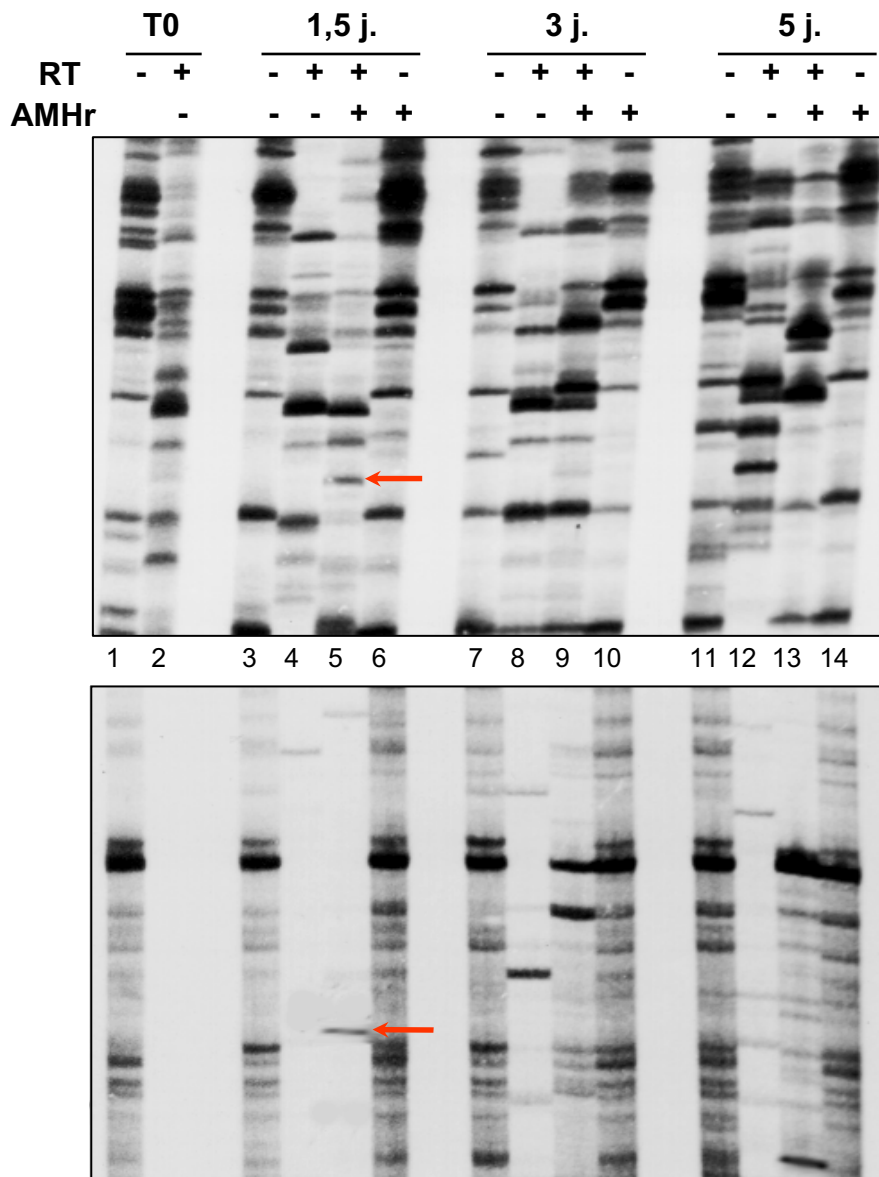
Révélation auto-radiographique après migration en gel de polyacrylamide des produits de DDRT-PCR. Les deux films ci-dessus correspondent à deux expériences de DDRT-PCR identiques et indépendantes. Une analyse de l'ensemble des bandes différentielles en fonction des conditions de culture a notamment permis d'observer de manière reproductible l'apparition d'une bande après 1,5 jour (1,5 j.) de culture en présence d'AMH recombinante (flèche rouge, pistes 5). Après élution et sous-clonage, le séquençage de ce fragment d'ADNc a montré qu'il correspond à un ARNm alternatif du gène *mTcf712*. RT, Reverse-Transcriptase.
